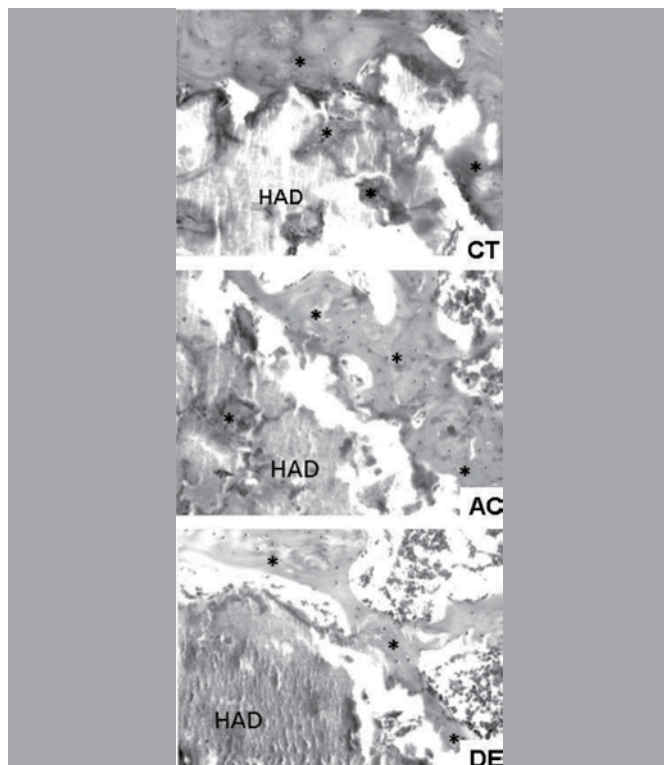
Fotomicrografia de corte transversal da tíbia do grupo CT, AC e DE. O osso neoformado (*) ao redor do implante de HAD realizado nas tíbias esquerdas dos animais (115x – H.E.).
